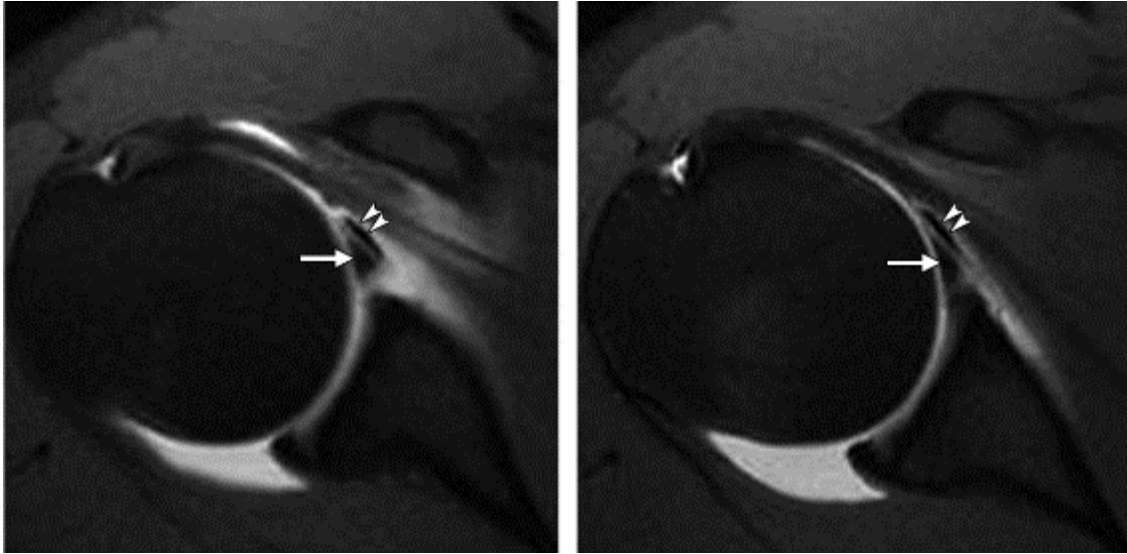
Anatomía por resonancia magnética del foramen sublabral (5).
